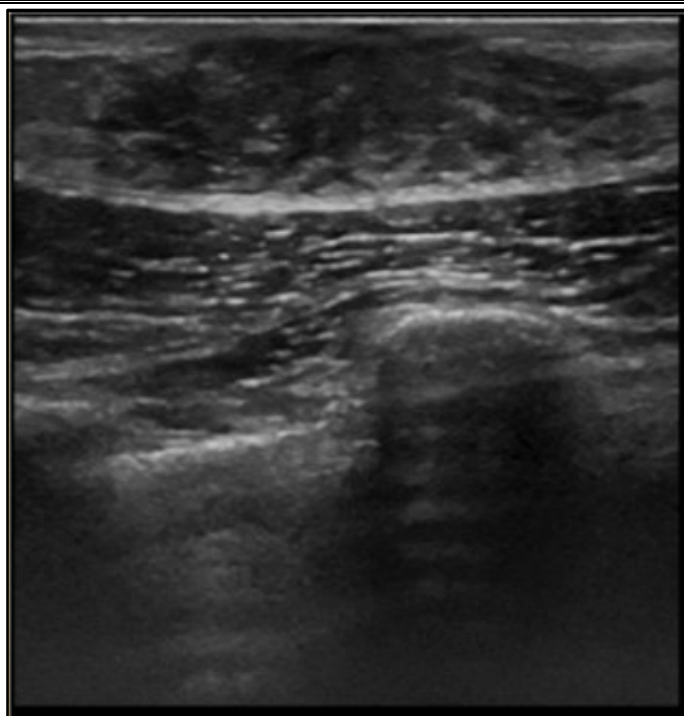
Échographie mammaire : présente une plage de glande mammaire discrètement hypoéchogène rétro-aréolaire compatible avec une gynécomastie nodulaire.
